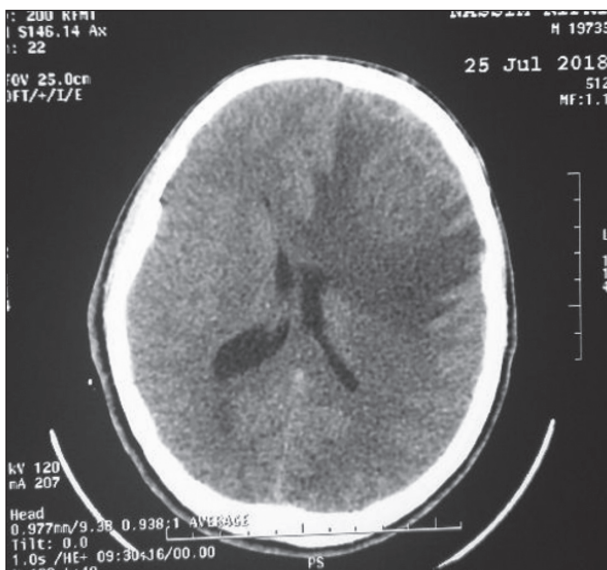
TDM cérébrale montrant une masse frontale gauche entourée d'un œdème périlésionnel avec effet de masse.
